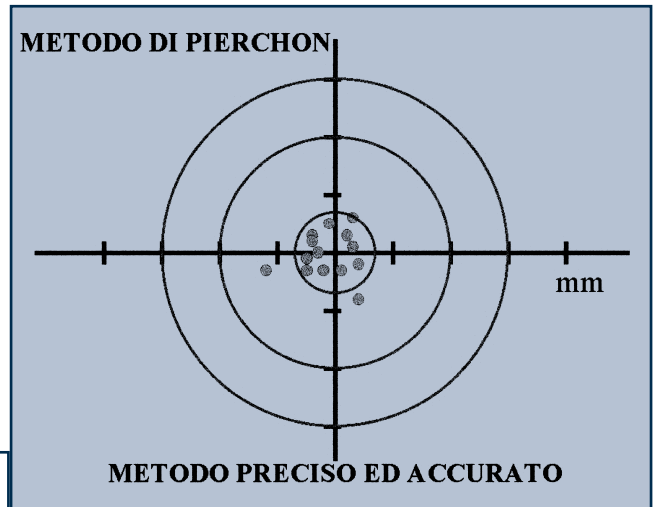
Affidabilità del metodo radiografico di Pierchon et al.
